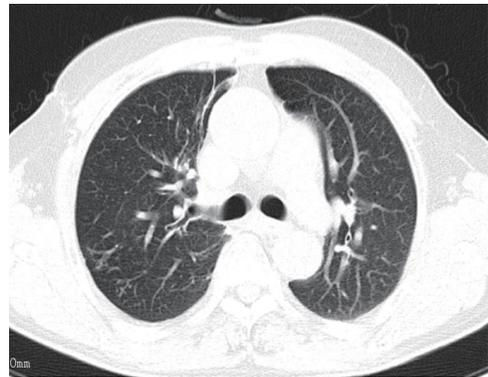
气胸经手术治疗 7 d 后复查胸部 CT
